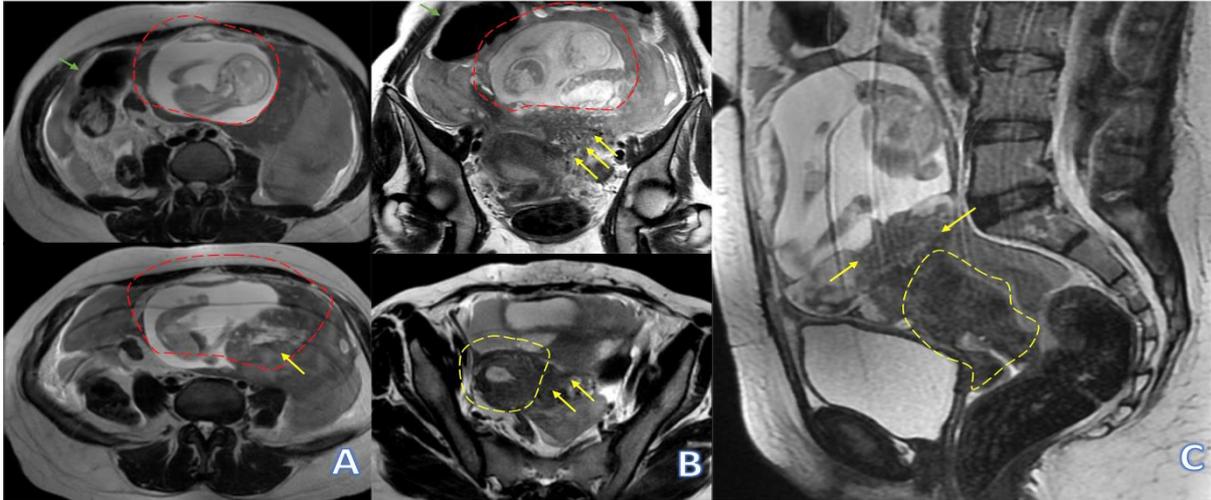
Coupes IRM axiales (A), coronales (B) et sagittales (C) objectivant un utérus vide (cercle jaune) avec une grossesse mono-fœtale en intra abdominale (cercle rouge), un placenta (flèche jaune) à insertion isthmique postéro latérale gauche; A noter la présence de l'angle colique droit (flèche verte) à proximité du sac gestationnel témoignant de son caractère intra péritonéal.
